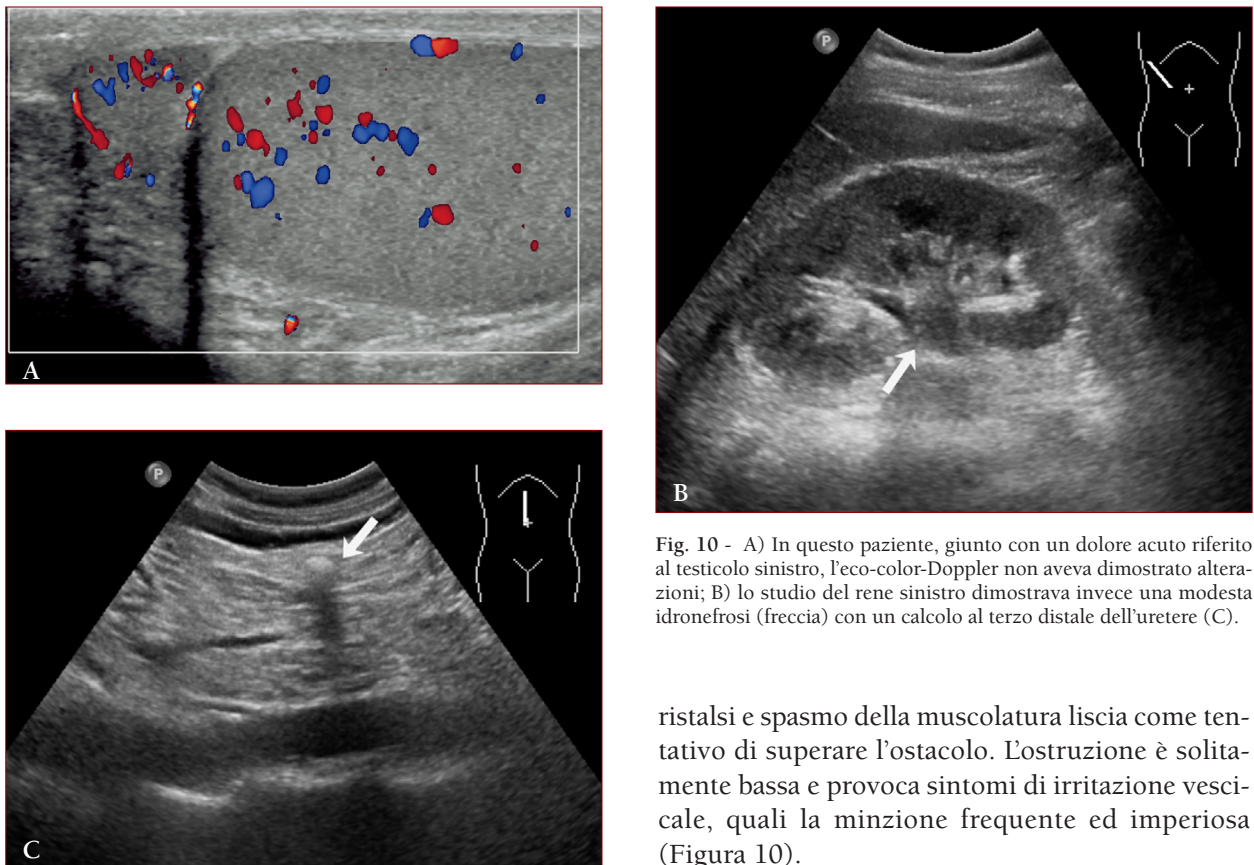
A) In questo paziente, giunto con un dolore acuto riferito al testicolo sinistro, l'eco-color-Doppler non aveva dimostrato alterazioni; B) lo studio del rene sinistro dimostrava invece una modesta idronefrosi (freccia) con un calcolo al terzo distale dell'uretere (C).
